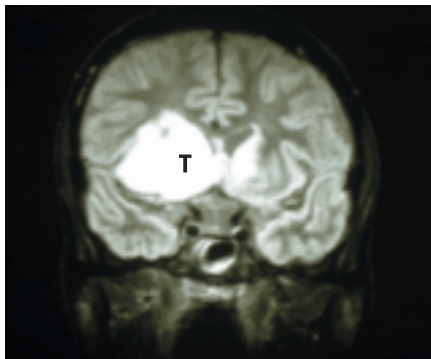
Cliché IRM du cerveau d'un patient infecté par le VIH présentant un lymphome de grande taille (T) touchant le noyau lenticulaire.
